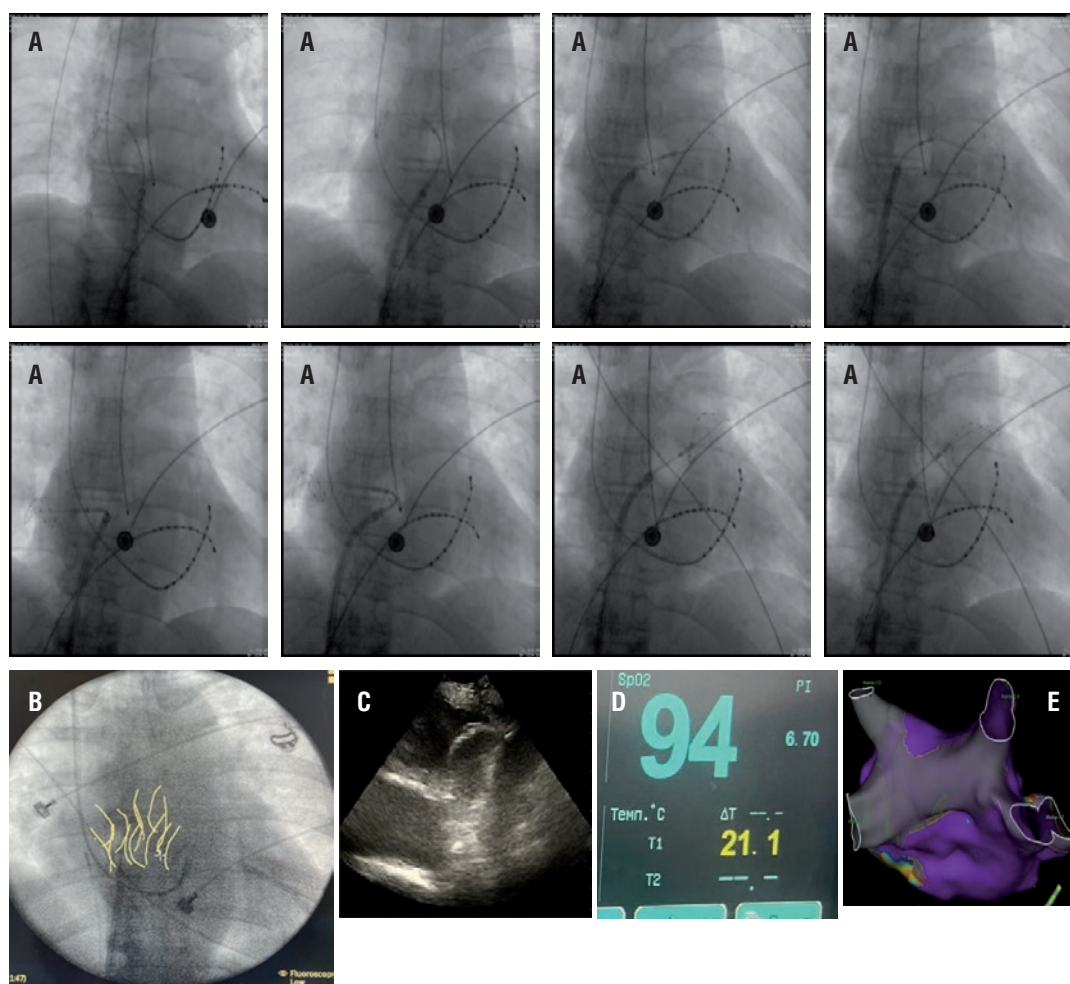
Основные этапы проведения и контроля процедуры ИЗСЛП [данные архива кардиохирургического отделения МСЧ ФГАОУ ВО КФУ]. А – Контроль позиционирования криобаллона при изоляции задней стенки левого предсердия (ИЗСЛП). В – обозначение края баллона проведённых аппликаций. С – контроль положения баллона методом внутрисердечной эхокардиографии. D – Контроль температуры в пищеводе в процессе криоаппликации, показания пищеводазного температурного датчика. Е – картирование левого предсердия после проведённой ИЗСЛП (навигационная система Ensite Precision)
